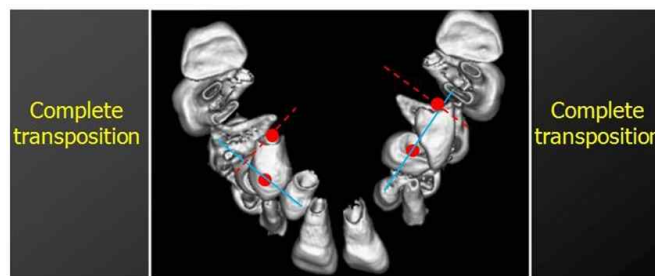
Computed tomographic images of the impacted maxillary canines(initial). The maxillary right and left canines are examples of complete transposition. The red dots denote the center of resistance of the respective teeth.
